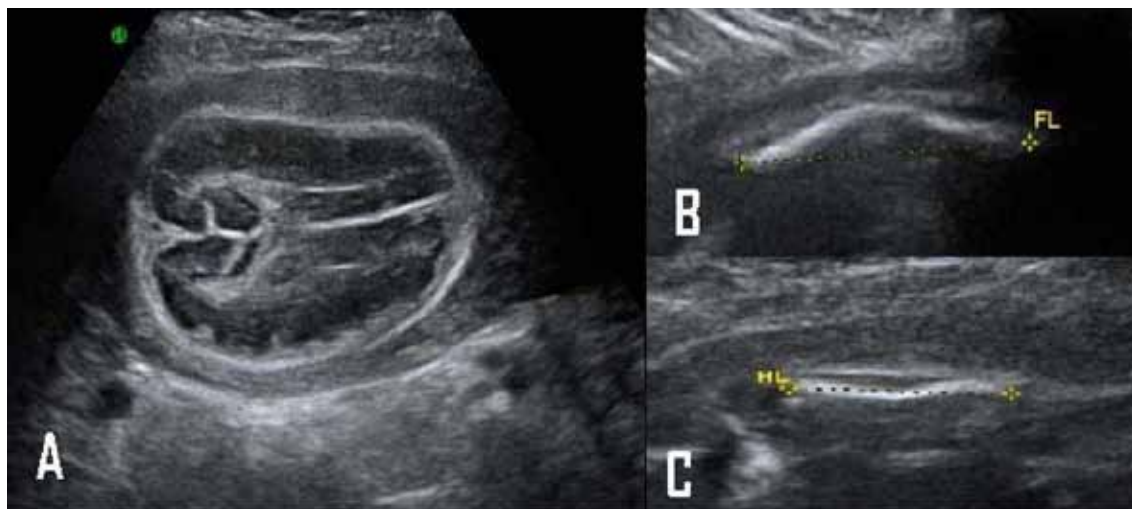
Imágenes por ultrasonido: A. corte axial de la cabeza, hipomineralización evidente del cráneo y la deformación con la presión del transductor. B y C. Fémur y húmero con longitud muy por debajo del percentil 5, delgados, curvos y con fémur angulado.
